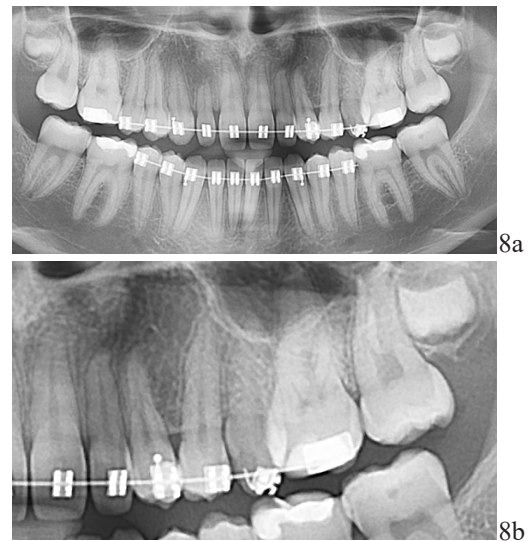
Orthopantomography of the patient V. in the treatment process
